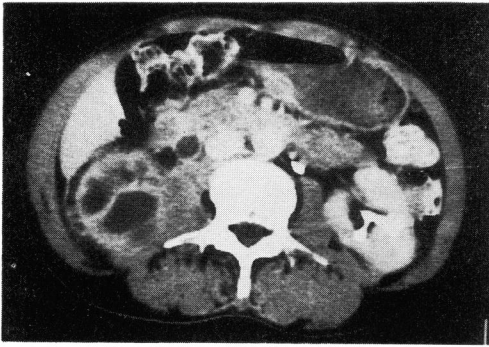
Enhanced CT demonstrates infiltration to psoas muscle (case 7).
